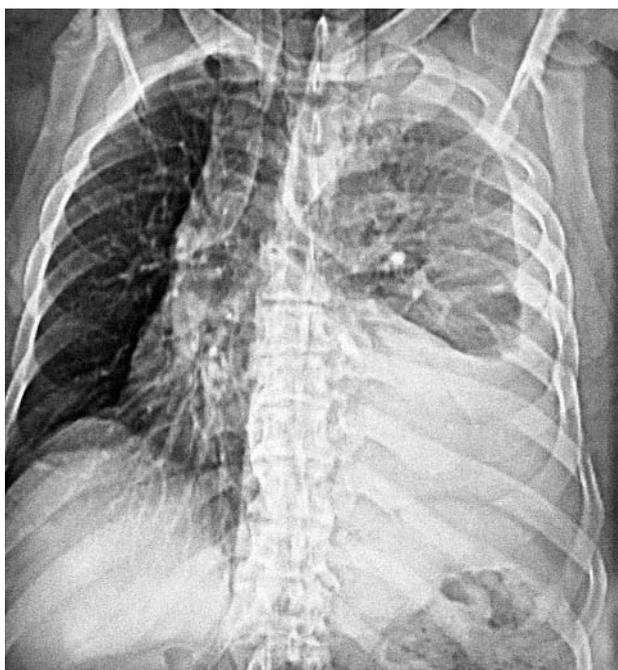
Компьютерная томография спонтанного пневмоторакса.
